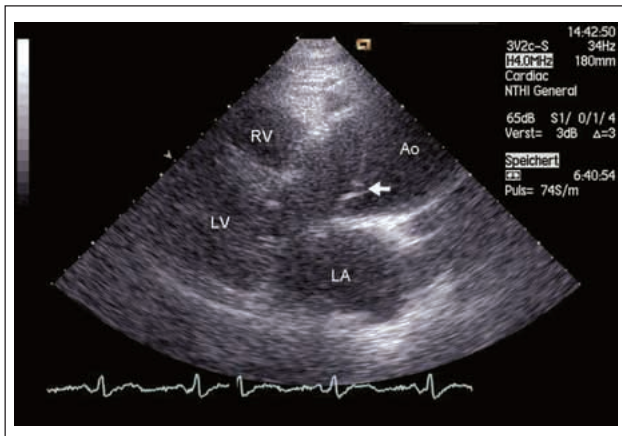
Echokardiogramm, parasternale lange Achse: Dilatation der Aorta ascendens, der Pfeil markiert den Intima-Flap mit „Tear“. LV = linker Ventrikel; LA = linker Vorhof; RV = rechter Ventrikel; Ao = Aorta ascendens.
